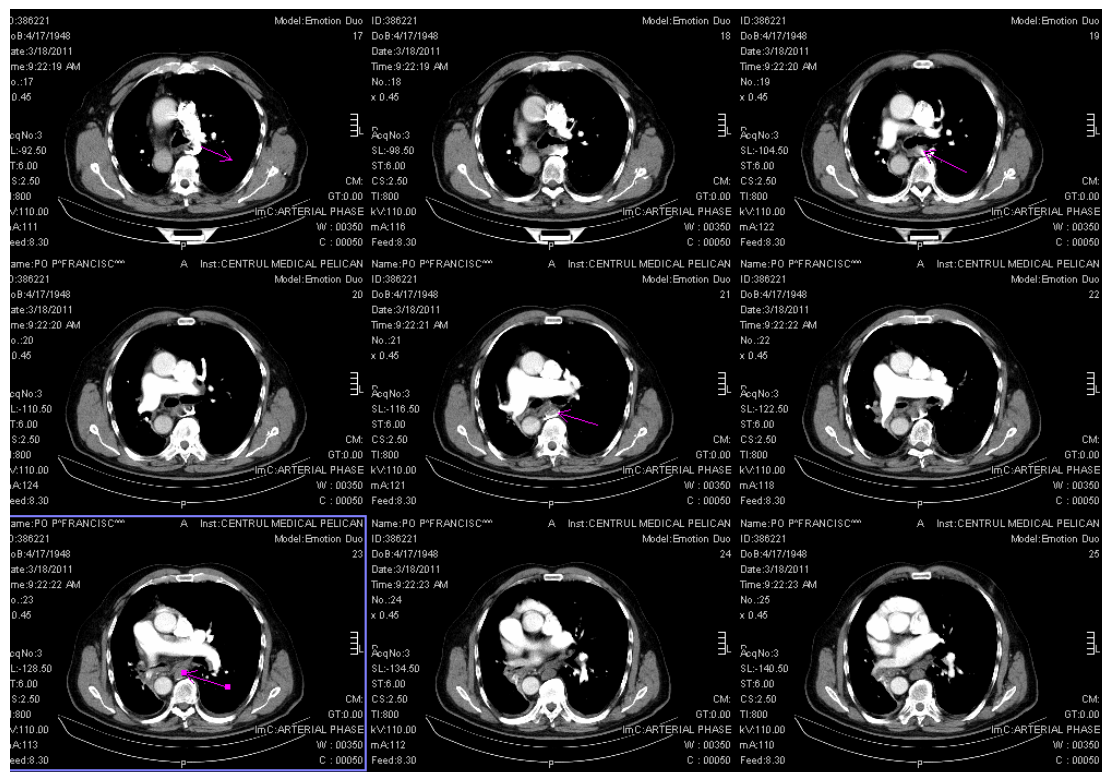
CT cu contrast la un pacient cu dextrocardie. Săgeata indică vena cavă inferioară.
